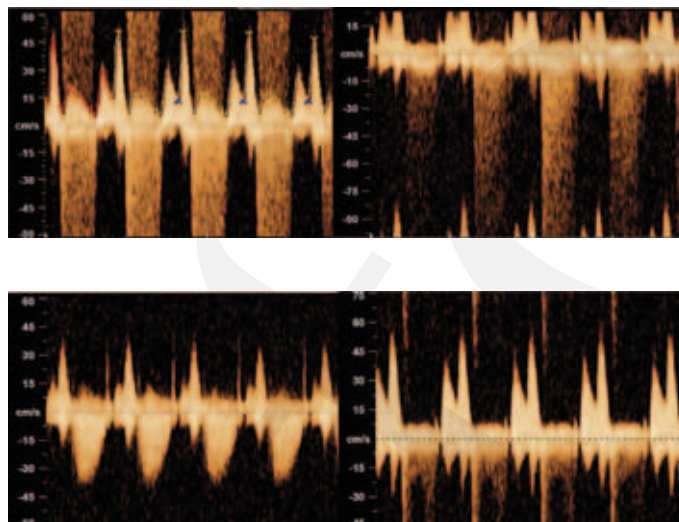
Doppler über der Trikuspidalklappe.
